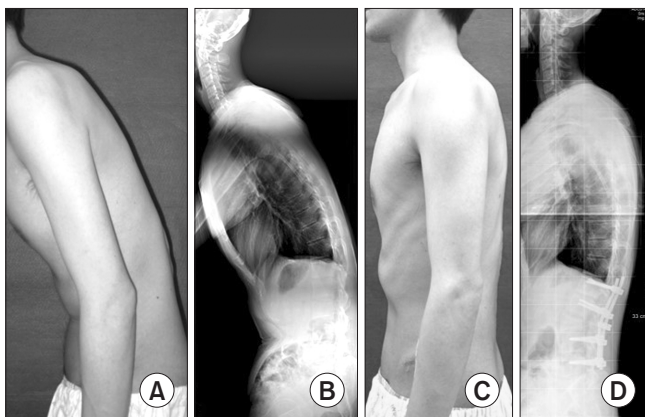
A 35-year-old patient with ankylosing spondylitis underwent corrective osteotomy. (A, B) Preoperative clinical photo and radiograph show severe kyphotic deformity and sagittal imbalance. (C, D) In the postoperative images, the kyphotic deformity was corrected, and sagittal alignment was also balanced.
